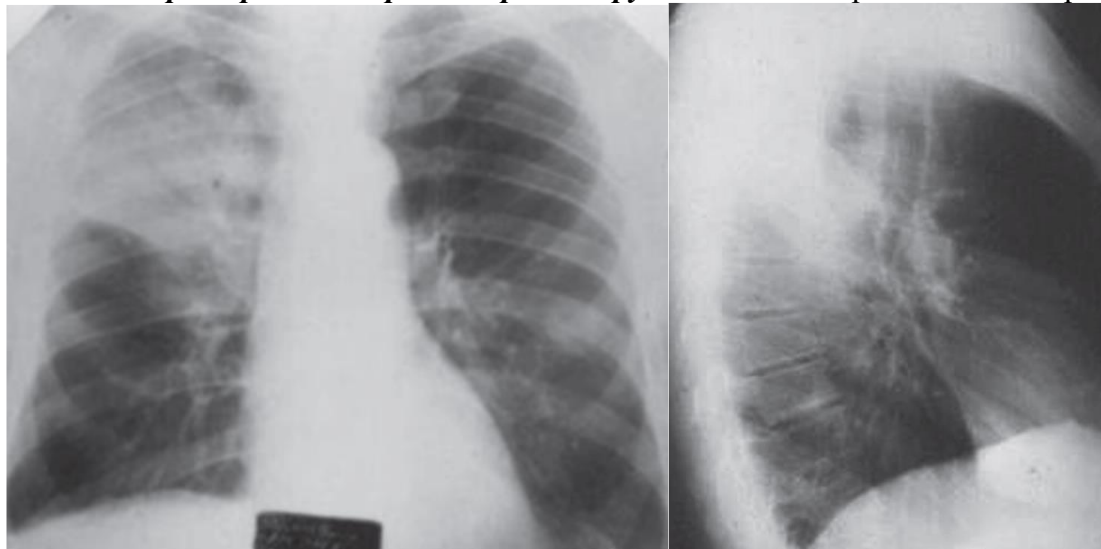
Обзорная рентгенография органов грудной клетки в прямой и правой боковой проекции больного С., 68 лет.
